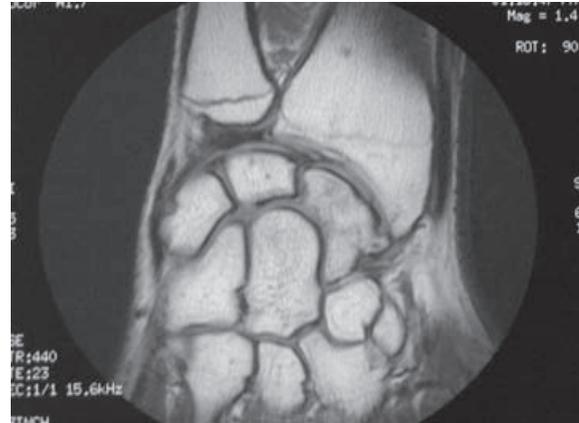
IRM après l'ablation de la vis montrant une parfaite intégration du greffon.
